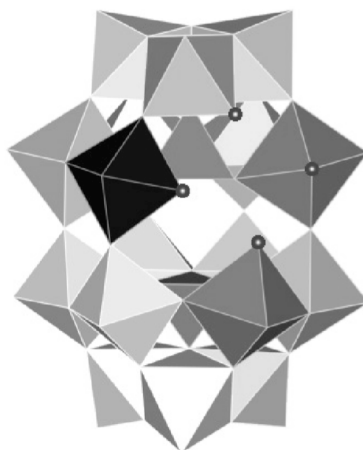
Visualisation de l'importance du dédoublement des signaux en RMN ^{183}W de α_1 - $[\text{Yb}(\text{H}_2\text{O})_n\text{P}_2\text{W}_{17}\text{O}_{61}]^{7-}$ en présence de 10 eq. de L-sérine. L'intensité de la coloration des octaèdres est proportionnelle à la différence des déplacements chimiques entre les deux diastéréomères.
